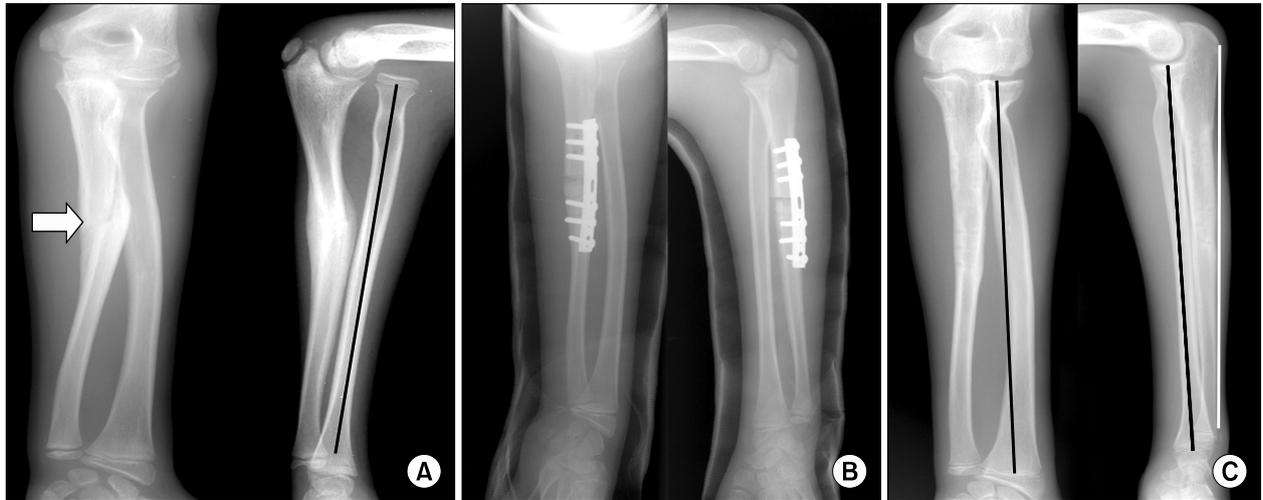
(A) Radiographs from a 8-year-old boy obtained at 3 months after trauma show an anterior dislocation of the radial head and a plastic deformation of the ulna. He had been immobilized with long arm cast for 2 weeks immediately after the injury. (B) Open reduction, reconstruction of the annular ligament and ulnar osteotomy were performed 3 months after the injury. (C) AP and lateral radiographs following 2 years show the normal alignment of radiocapitellar line and negative ulnar bow sign with no pain, no deformity and good function. But the range of pronation was decreased from 80° to 20°.
